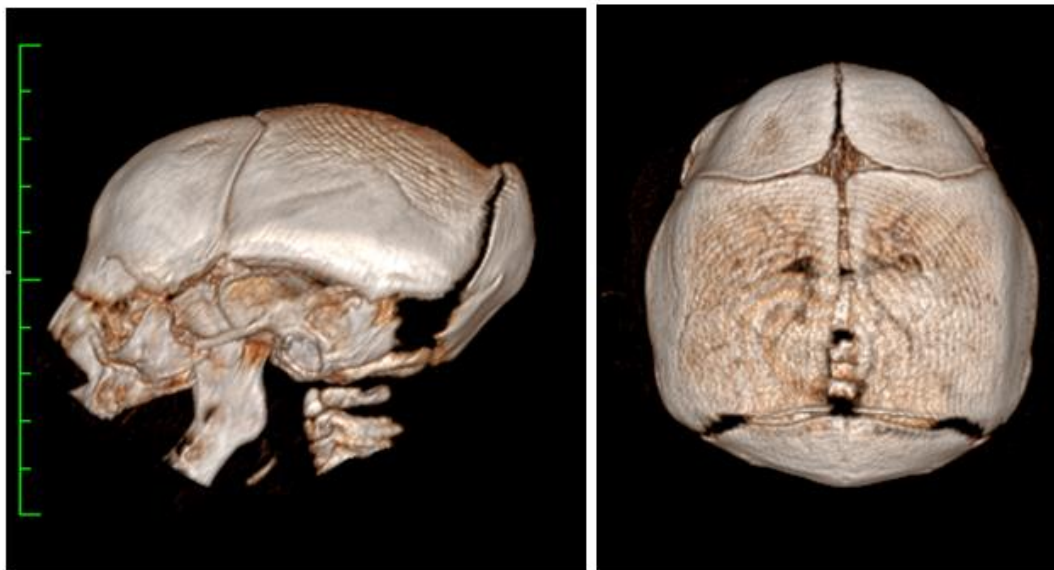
Reconstrução tridimensional de TC de crânio de RN de 10 dias de vida com SCZV. Fontanela anterior pequena, fechamento prematuro das suturas, protuberância occipital. Imagens cedidas por Dra Tatiana Fazecas e Dr Heron Werner (Arquivo pessoal)
